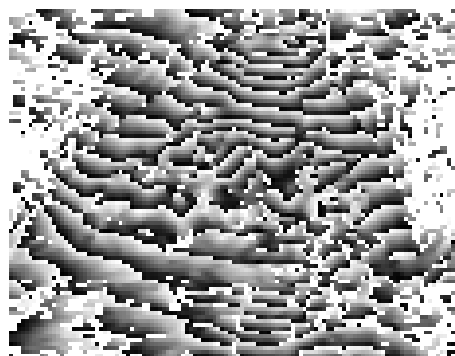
Fantôme de sein imagé par un IRM Philips ®Achieva TM7.0T, avec un temps d'écho de 7.0 ms.
